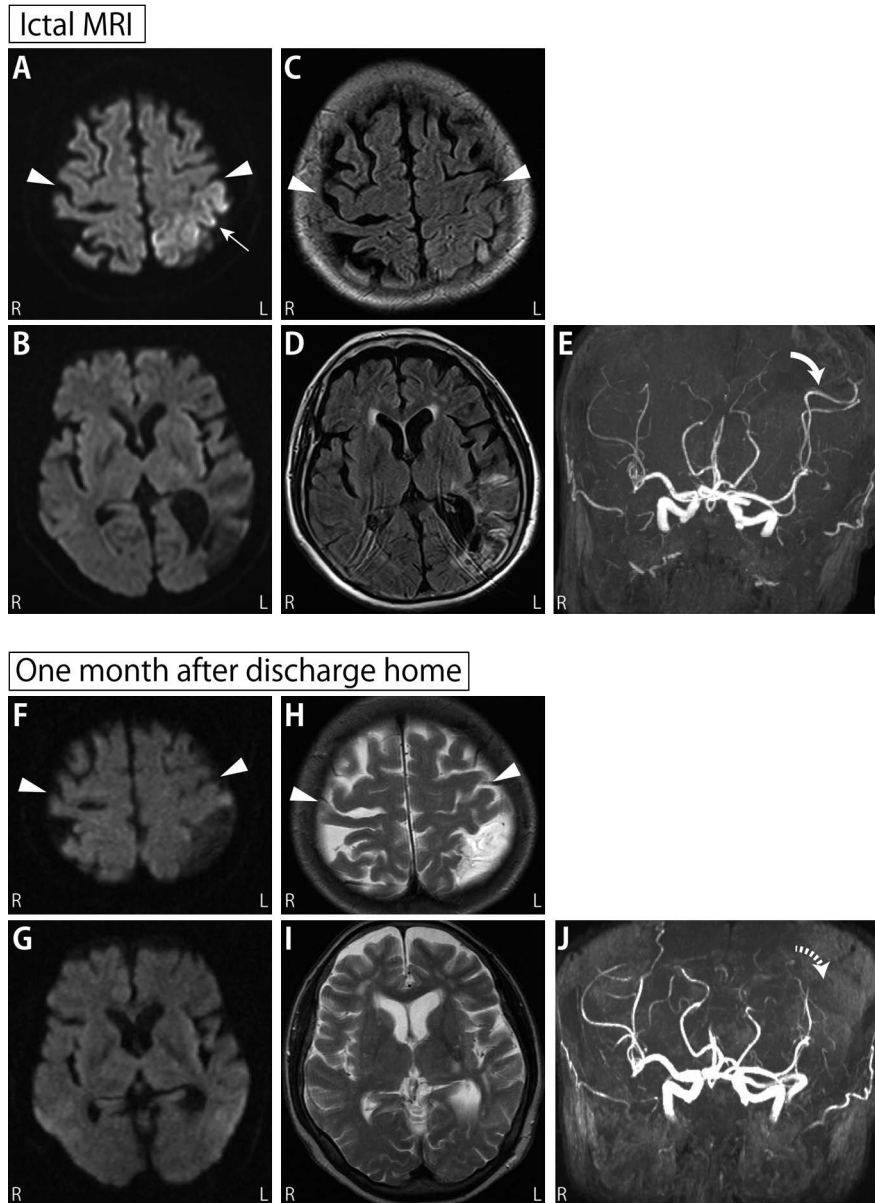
MRI performed during the ictus (A–E, 1.5-T, MAGNETOM Avanto, Siemens, Erlangen, Germany) and at 1 month after discharge (F–J, 1.5-T, MAGNETOM Vision, Siemens, Erlangen, Germany).
